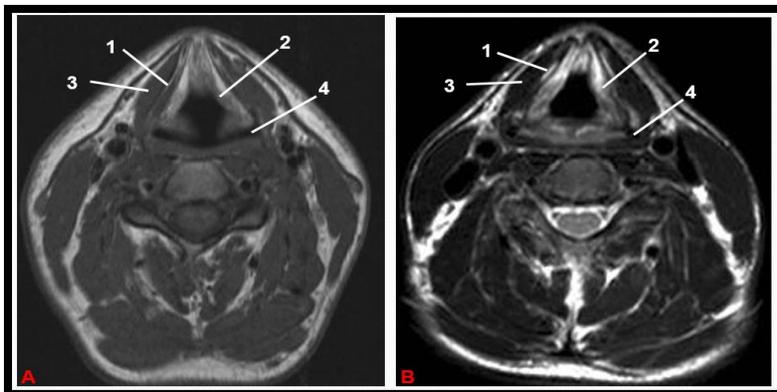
Coupes axiales (A : pondération T1 ; B : pondération T2) passant par l'échancrure inter thyroïdienne (IRM 1.5 T) (40,41).
